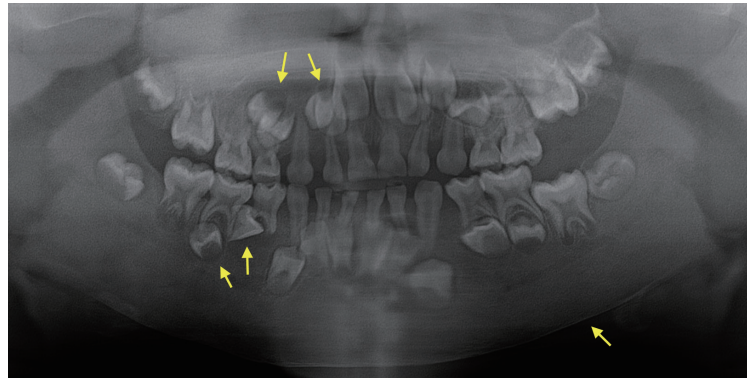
Panoramic radiograph taken at age 4Y 11M. Ground glass appearance on the entire jaw, thinned cortical bone, loss of lamina dura and ectopic germs were found. The tooth germs of right maxillary 2nd premolar, canine and right mandibular 1st premolar were severely displaced.
